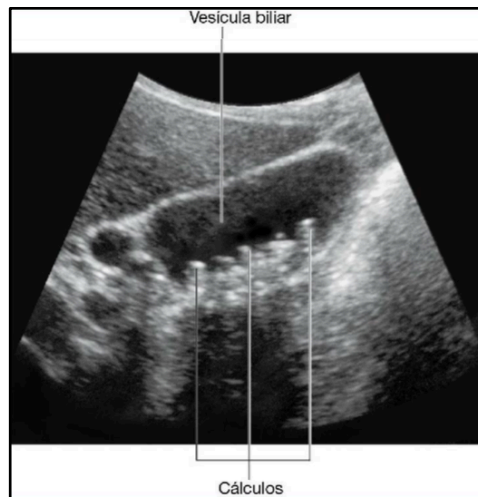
Ecografía de vesícula biliar con litiasis múltiple en su interior (Gray, 2015)
